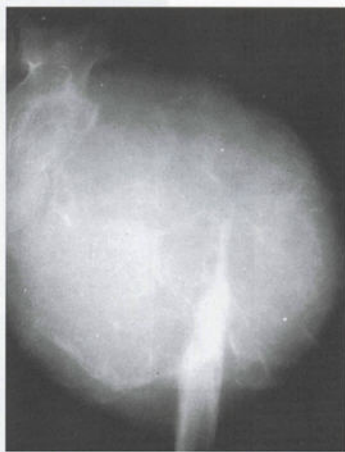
毛细血管扩张型骨肉瘤 X线平片
